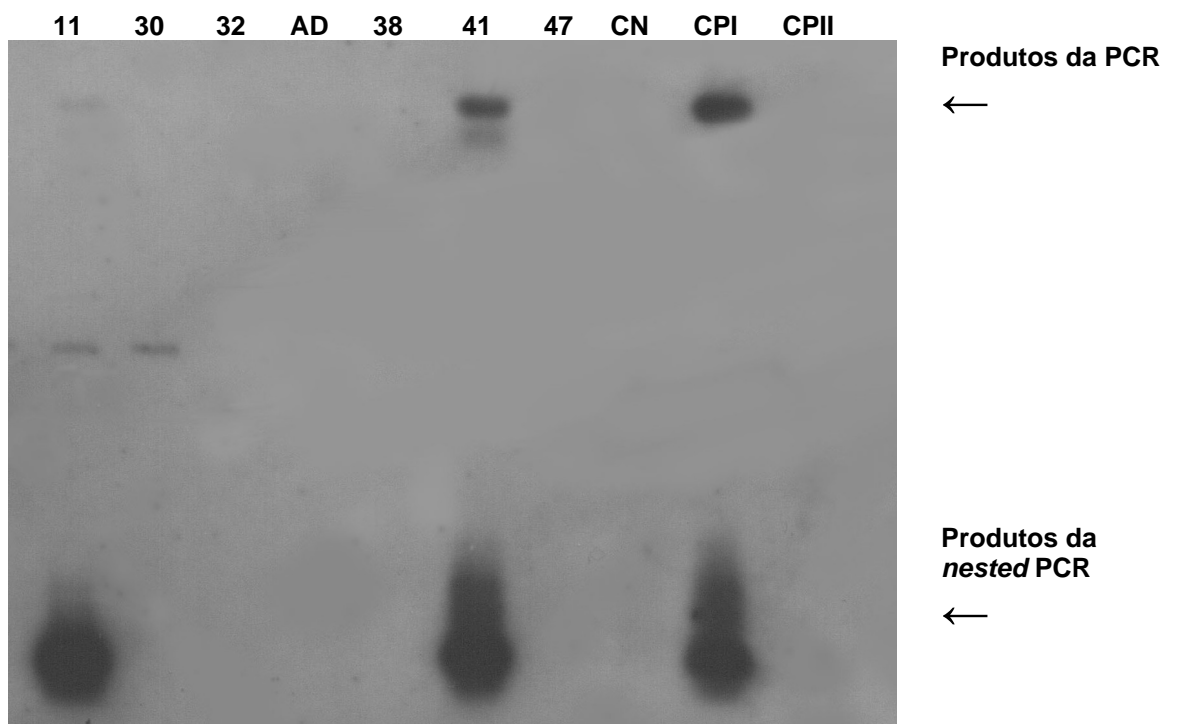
Autorradiografia com produto da PCR e *nested* PCR para amplificação do gene *pol*, após *Southern-blot* e hibridação com sonda não radioativa (Fosfatase alcalina) específica para HTLV-I, dos 6 pacientes com sorologia indeterminada para HTLV-I/II e PCR positiva para seqüência *tax* desses retrovírus.
